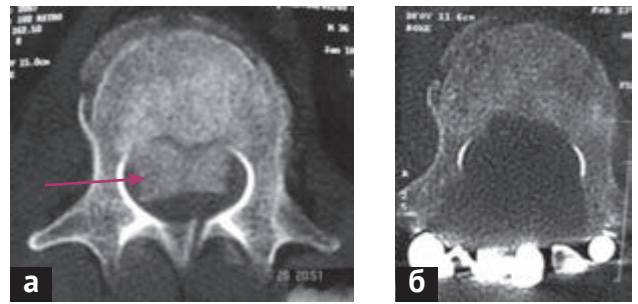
Компьютерная томограмма L₁ позвонка в аксиальной проекции: а — до операции; б — после операции. Произведена ламинэктомия, костные отломки (указаны стрелкой) из позвоночного канала полностью удалены
